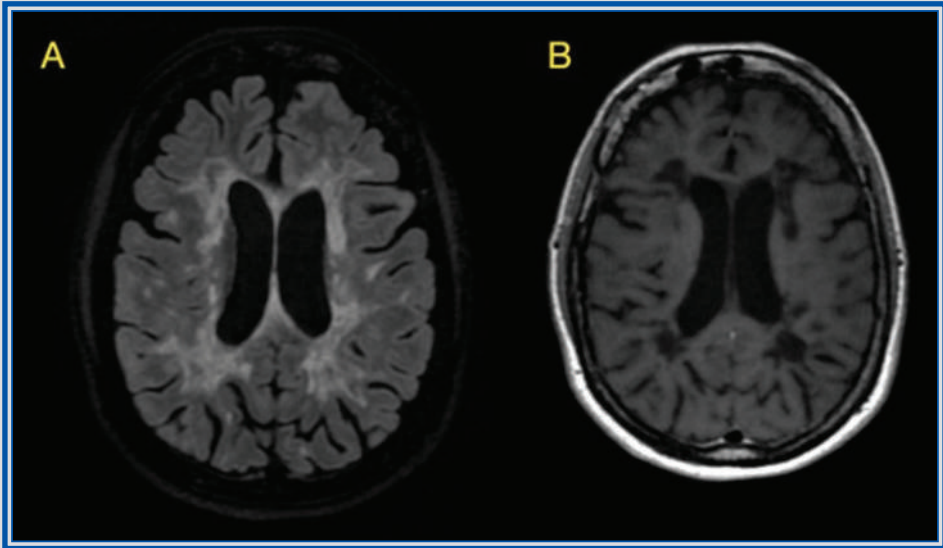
Capítulo 13. Secuencias FLAIR axial (A) y T1SE (B), en las que se observan lesiones desmielinizantes confluentes a nivel periventricular, hiperintensas en secuencias FLAIR y algunas hipointensas en T1.
